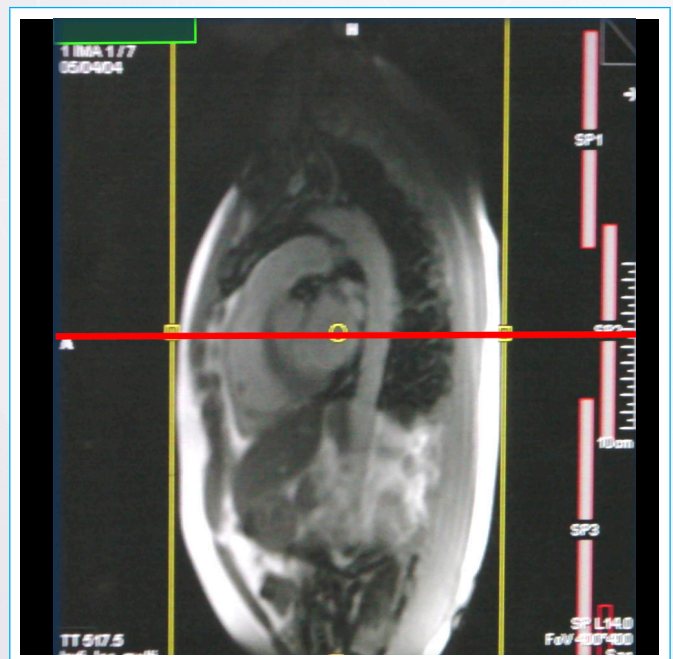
Secuencia localizadora. La línea roja señala que el corazón está en el centro de la resonancia.
